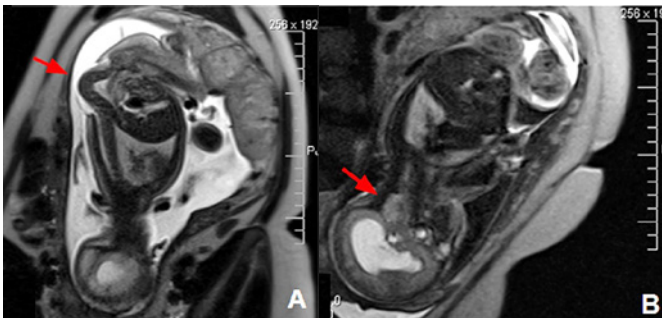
Imágenes de la resonancia magnética fetal mostrando cifosis congénita asociada a meningocele (A), además de la malformación de Arnold-Chiari (B) (ver flechas).
